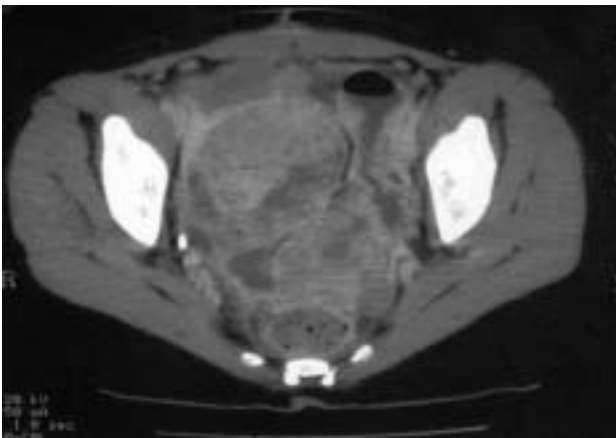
Imágenes correspondientes al TAC de la recidiva de la enfermedad abdominal (10/09/2004).
